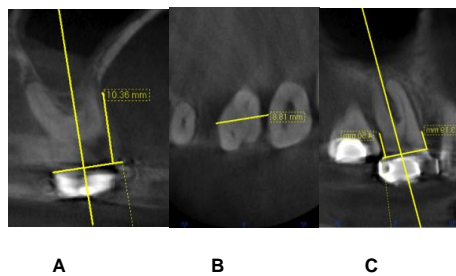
Tomografía final26 (D) A corte sagital 9B. Corte Basal (sentido MD). 9C.Corte Coronal.
